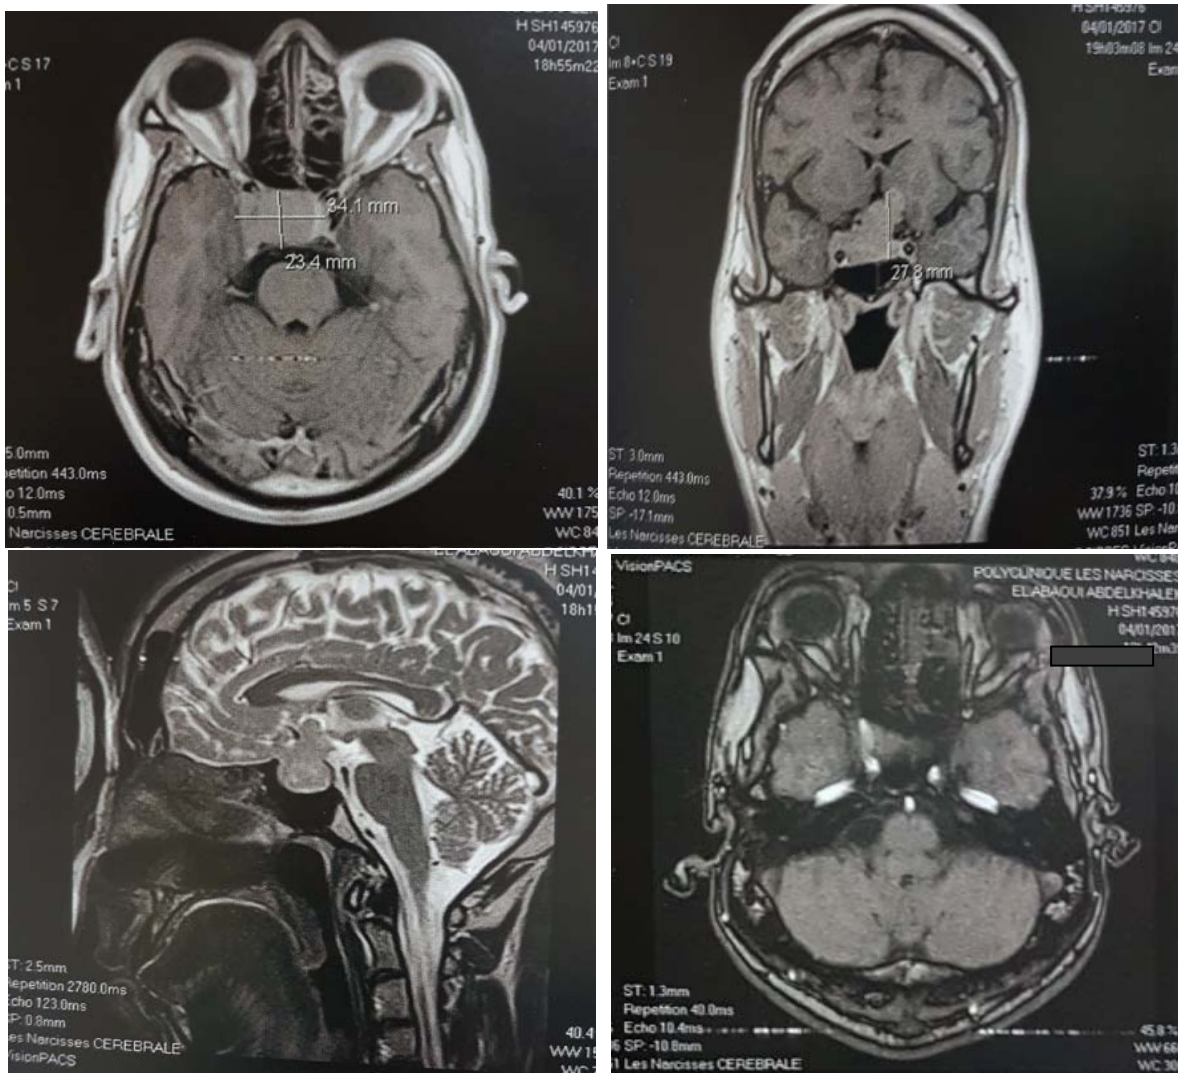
Aspect IRM d'un macroadénome invasif 34*23*17 mm avec extension supra et latéro sellaire au sinus caverneux.
